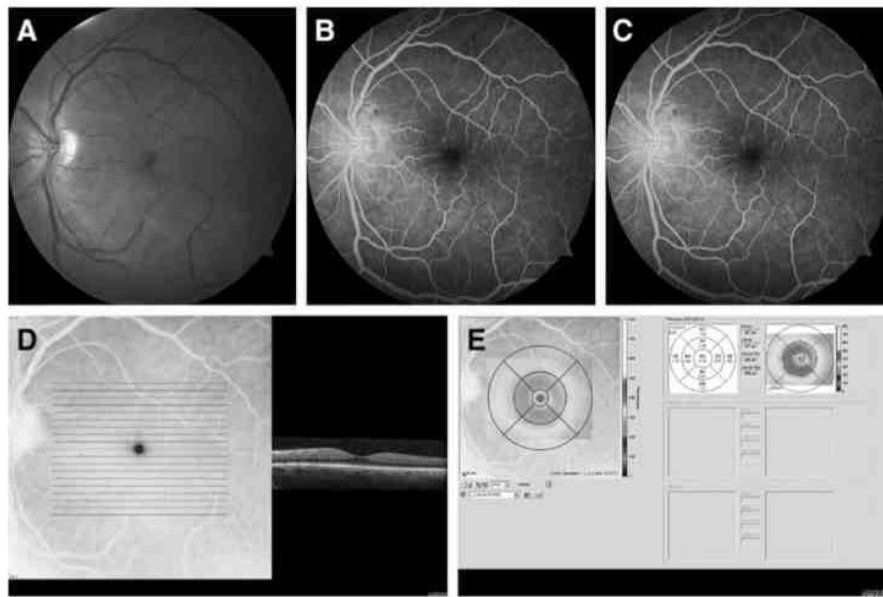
Images from a patient in the placebo group with angiographically diagnosed cystoid macular edema (CME). (A) Fundus photography. (B) Early-phase fluorescein angiography (FA). (C) Late-phase FA. (D) Thickness profile; optical coherence tomography (OCT) image. (E) Thickness map; OCT image. Best-corrected visual acuity (BCVA) of 88 letters and central subfield (CSF) thickness, minimal central thickness, and central macular volume of 303 μm , 255 μm , and 0.24 mm^3 , respectively. There was no OCT evidence of CME.
